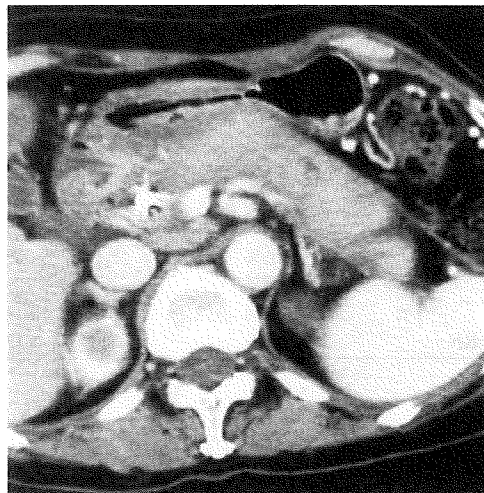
CT 像 (膵腫大, 辺縁直線化, 被膜様構造)
